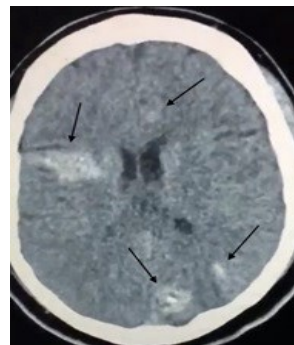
Angiotomografía cerebral evidenciando múltiples lesiones captando material de contraste, en relación a malformaciones cavernosas (flechas).
